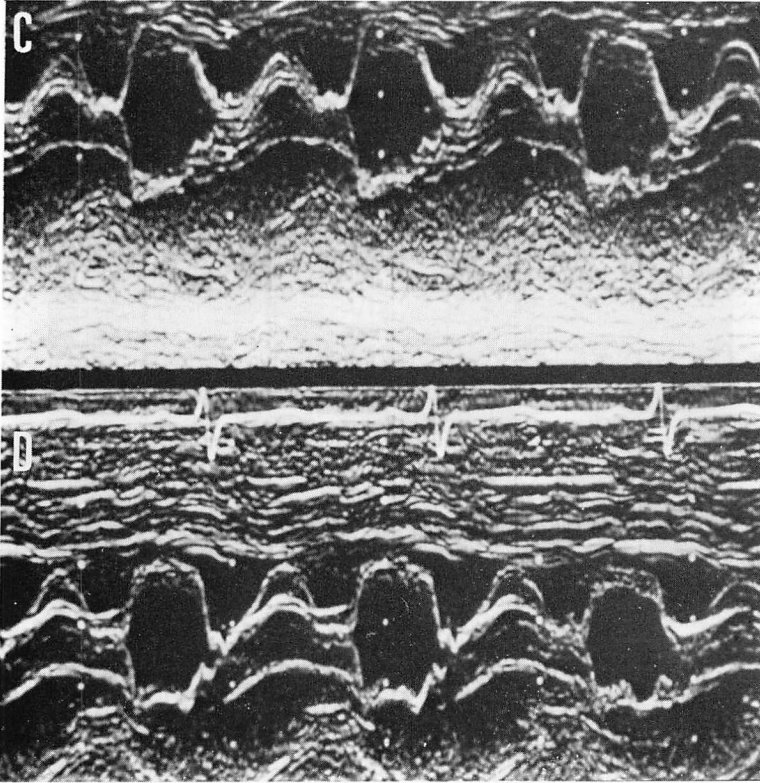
Dual echocardiograms (Case 3).
